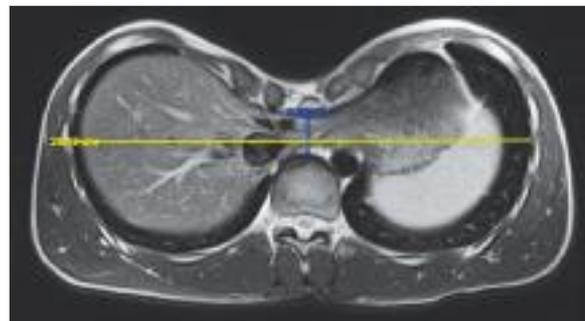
MRT bei Pectus excavatum zur Bestimmung des Haller-Index.
